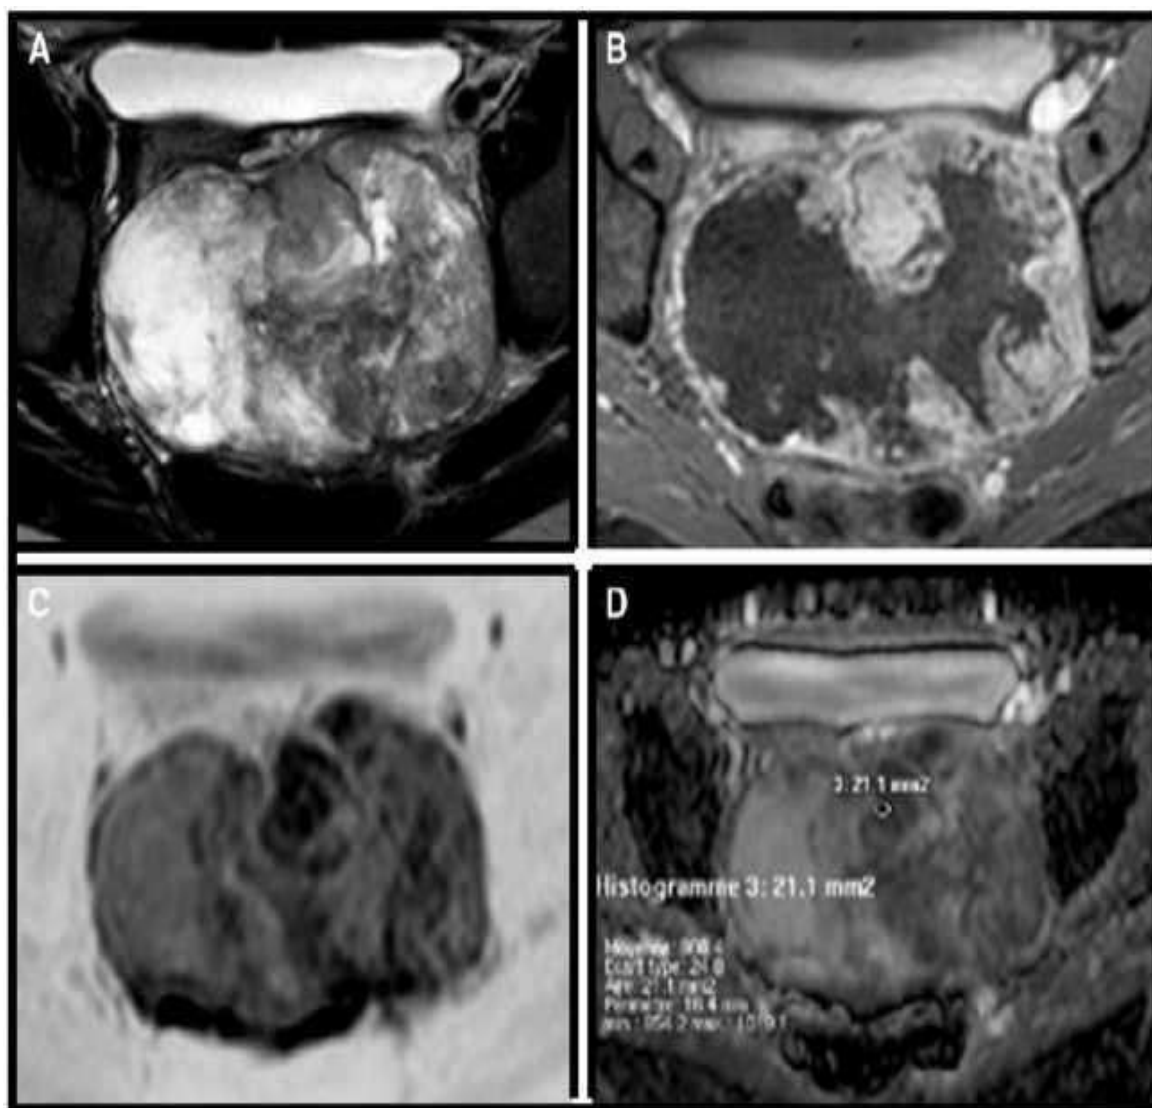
Aspect d'un sarcome utérin à l'IRM de diffusion (243)
